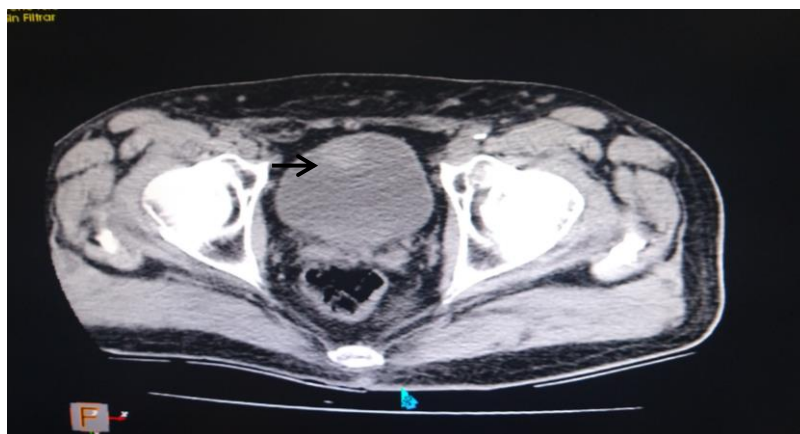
Tomografía Axial Computarizada en corte axial que muestra engrosamiento mural de vejiga de localización anterolateral derecha.
